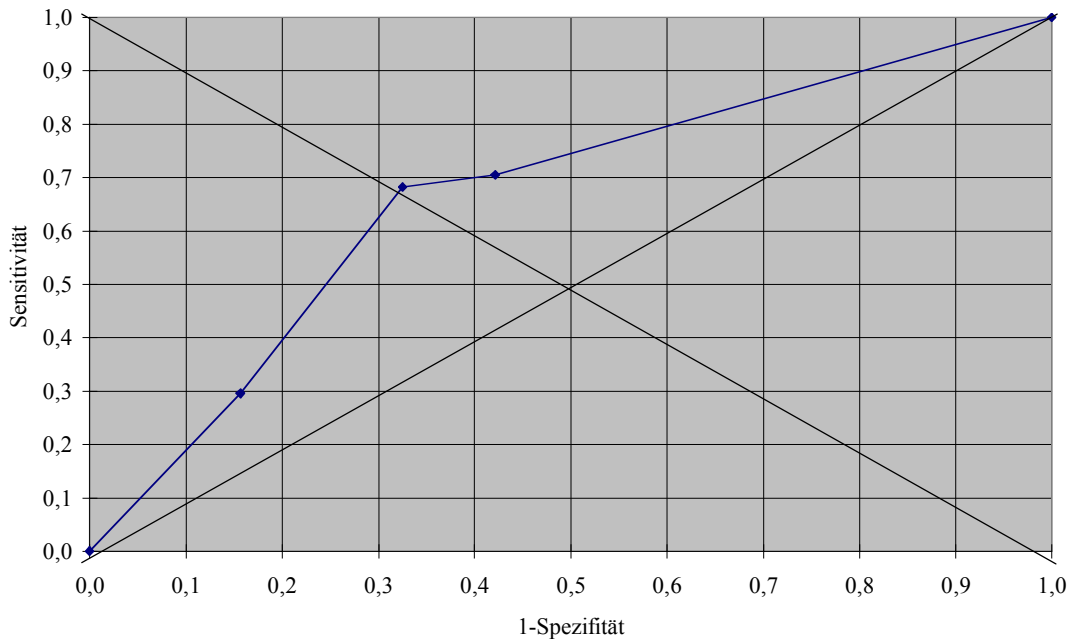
ROC-Analyse der normalisierten  $^{18}\text{F}$ -FDG-Aufnahme zur Vorhersage der Verbesserung der regionalen Wandbewegung.
